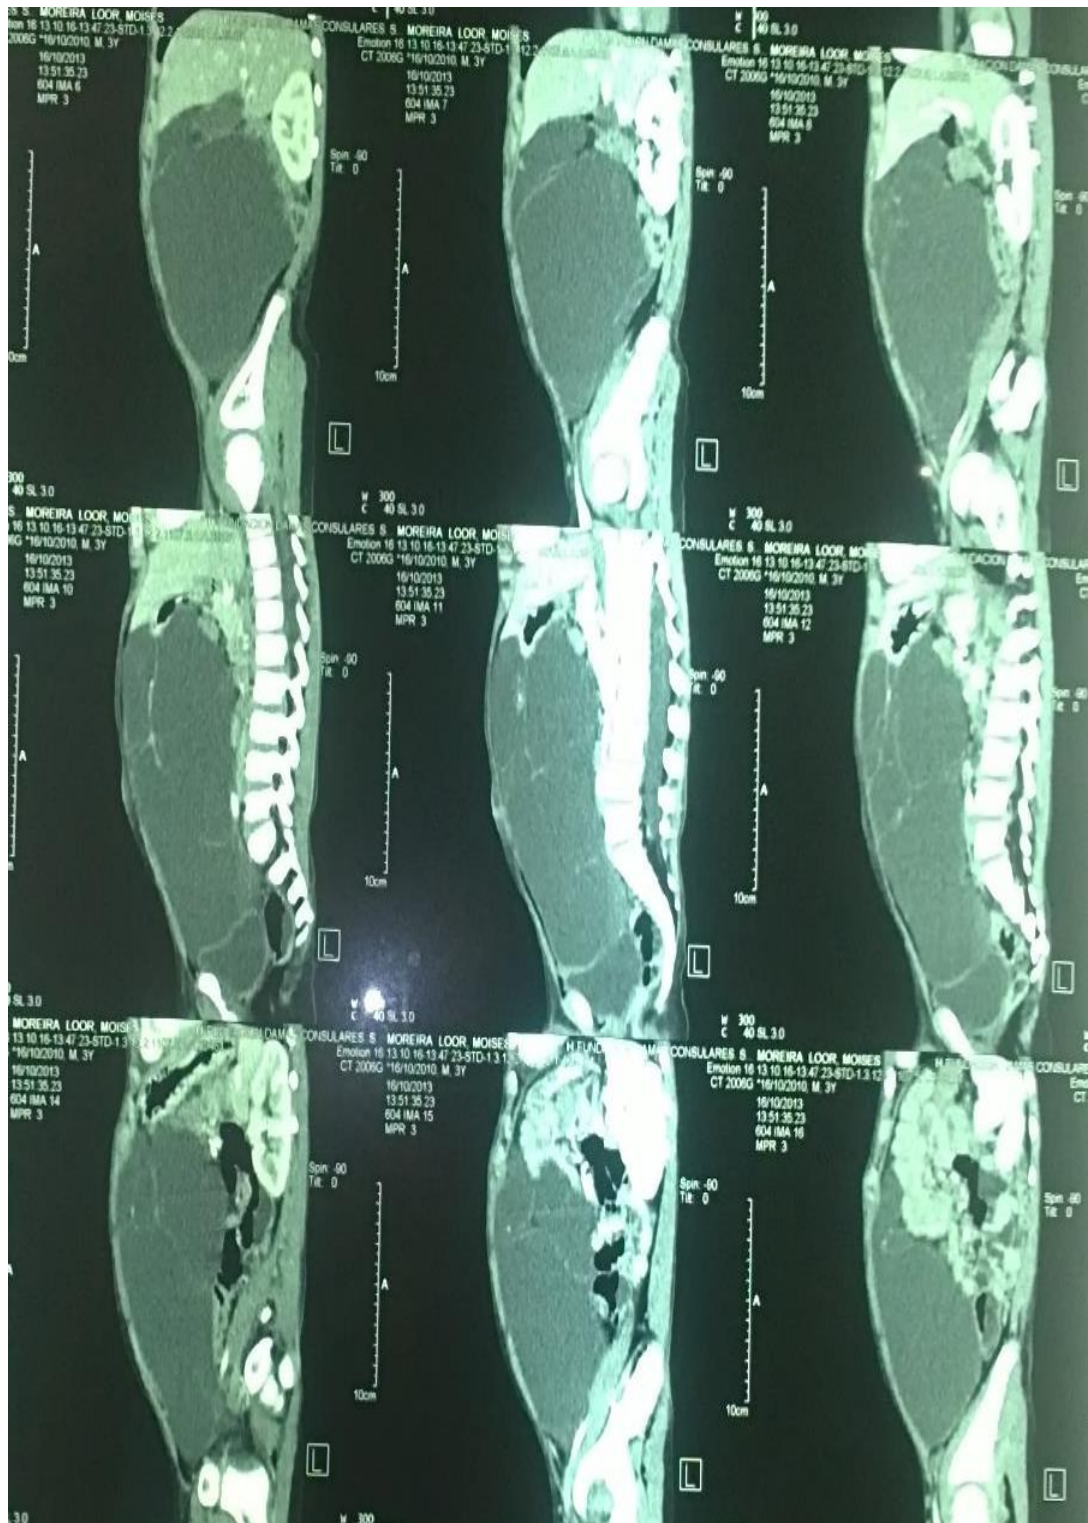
Tomografía contrastada que presenta abdomen globuloso con perímetro abdominal de 60 cm de diámetro.
